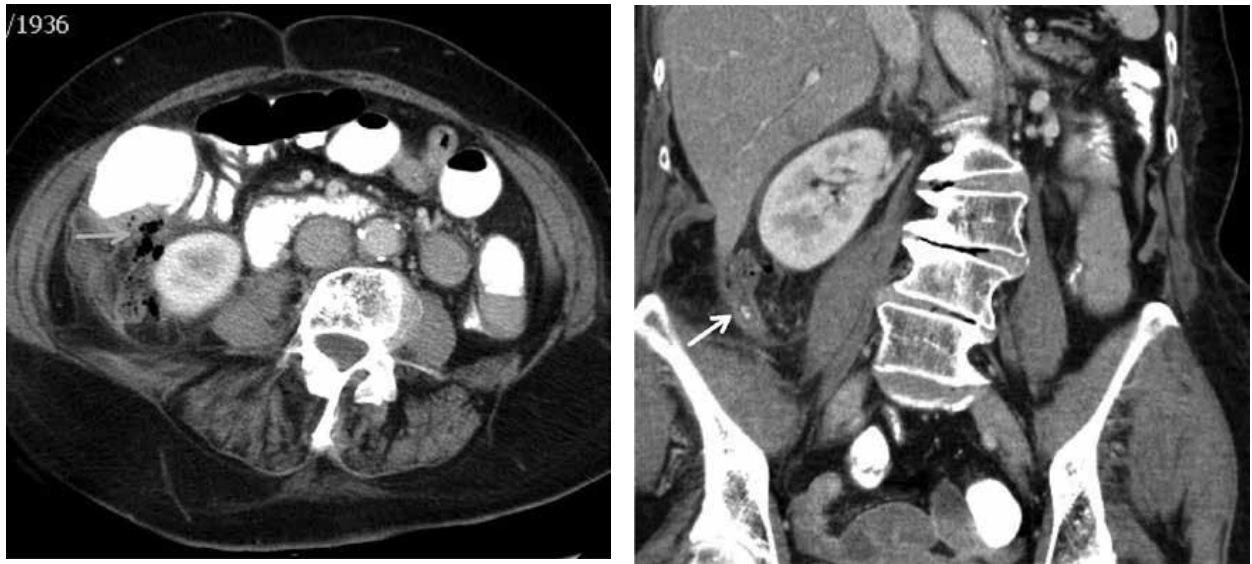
Imagen de una TC con medio de contraste en el plano axial (a) y coronal (b). Extensos cambios inflamatorios de la grasa en la región ileocecal y gas extraluminal en el retroperitoneo por una perforación (flecha negra). Además, es una imagen indicativa de apendicitis con un apendicolito (flecha blanca).
